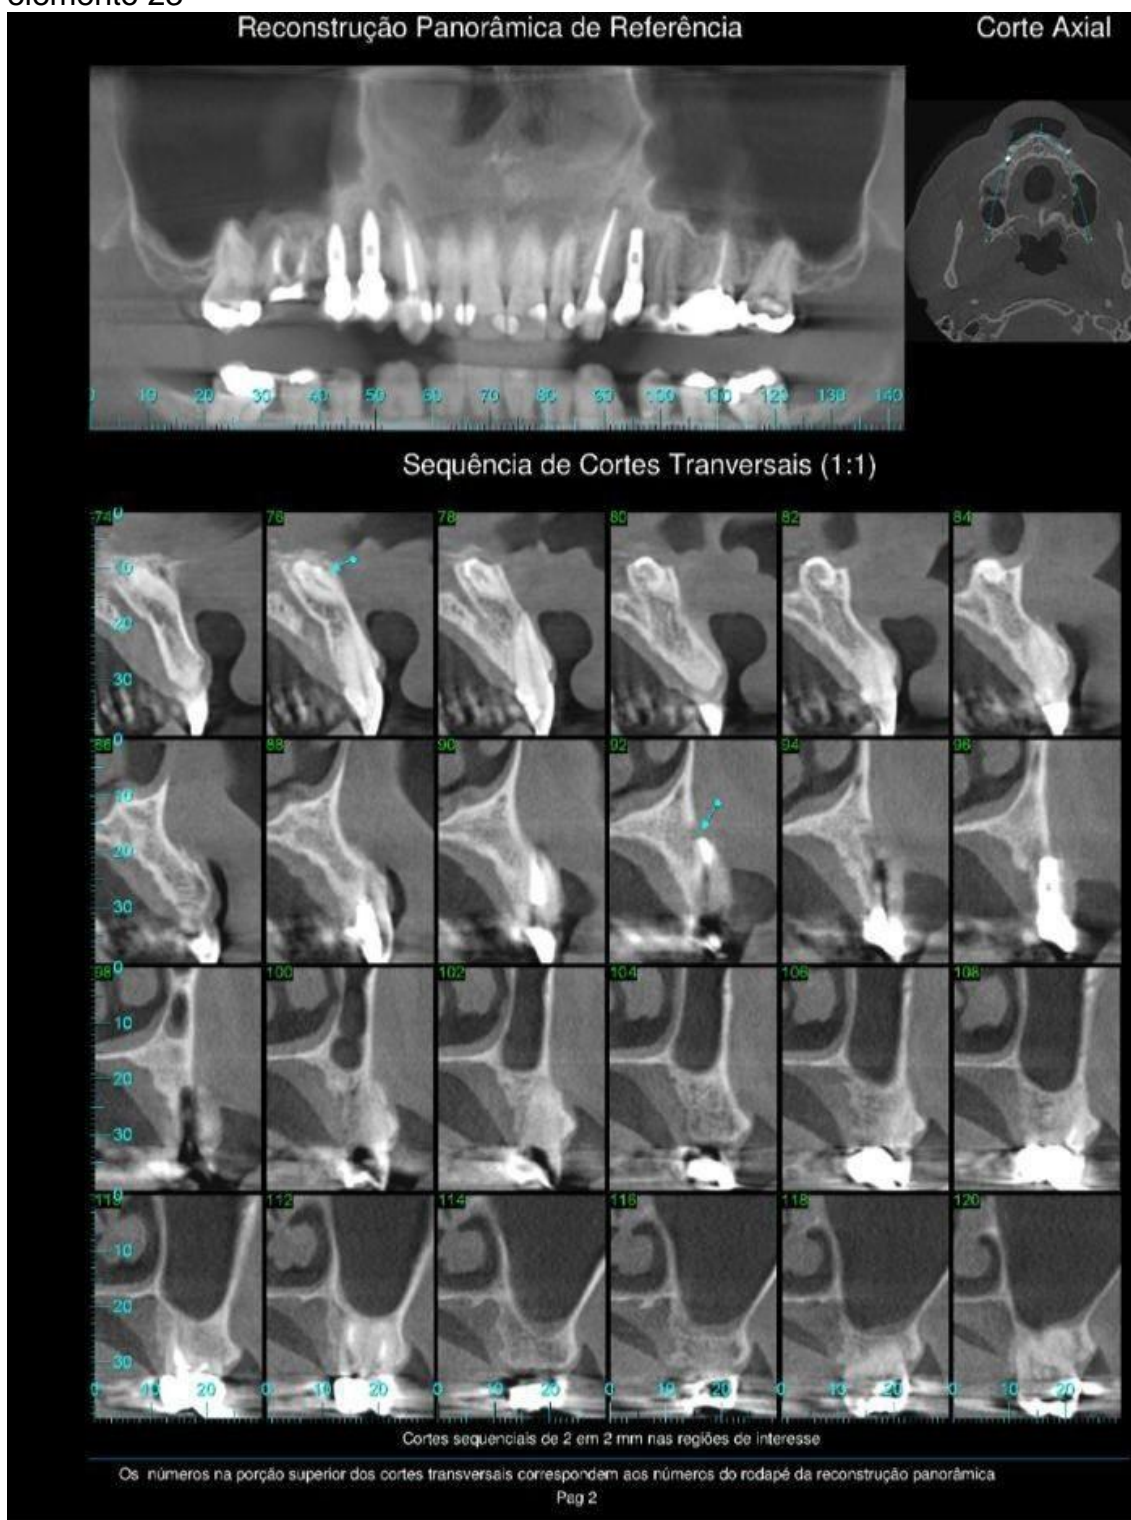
Sequência de cortes transversais da tomografia computadorizada
